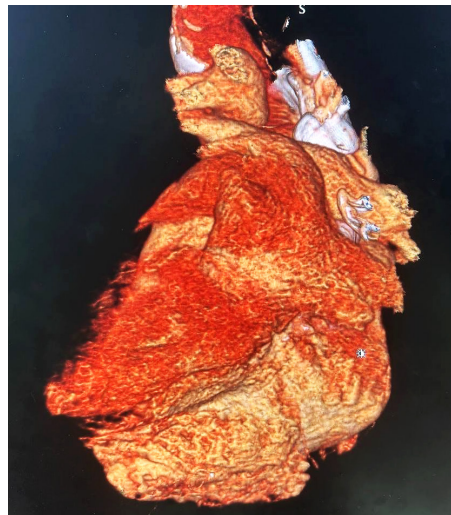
КТ-зображення післяопераційного результату пацієнтки з візуалізацією відмежованої задньолатеральної стінки ЛП із ксенотрансплантата від легеневих вен та окремих тканин серця
